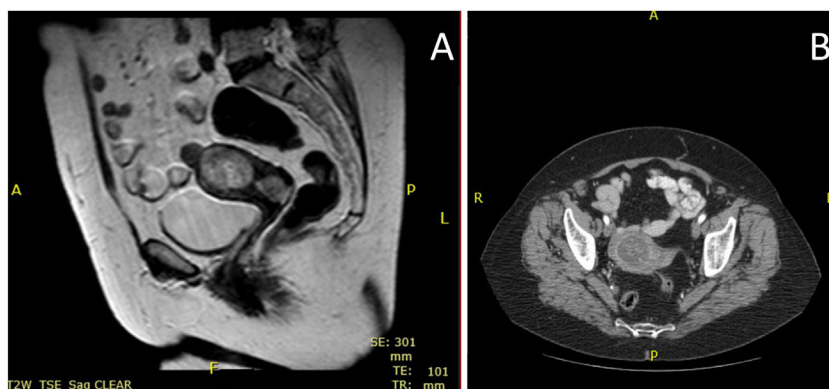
Estudio de extensión. A) Resonancia magnética nuclear: describe lesión en cuerpo uterino de $4 \times 4,3$ cm de diámetro con una intensidad intermedia, que restringe en la secuencia de difusión y en el estudio dinámica se observa un leve realce heterogéneo; esta lesión es sugestiva de mioma sin poder descartar áreas de degeneración sarcomatosa. A nivel cervical se observa otra lesión de características similares que mide $2,3 \times 2$ cm de diámetro, que también restringe en la secuencia de difusión y que puede corresponder con la lesión polipoidea descrita en la información clínica. No existe afectación de los parametrios, vagina ni sobrepasa serosa. No presenta adenopatías retroperitoneales. B) TAC toracoabdominopélvica: describe hallazgos similares a la RM; el resto del estudio toracoabdominopélvico, sin alteraciones destacables.
